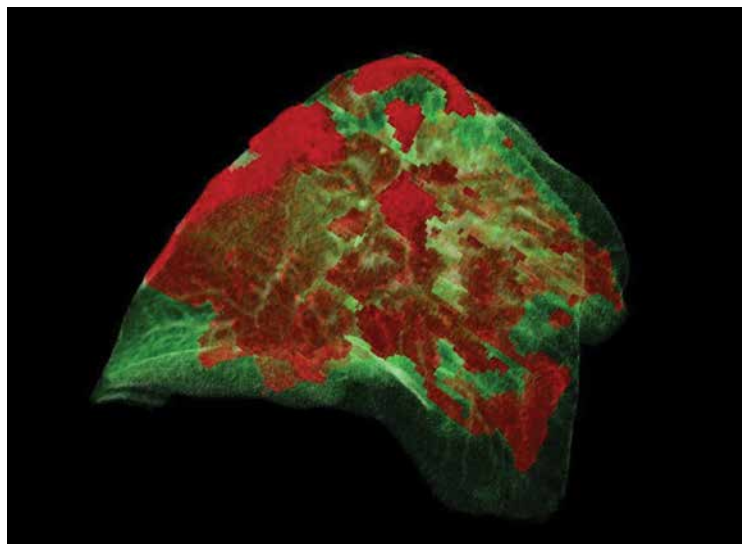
W badaniu niskodawkowym TK klatki piersiowej wykonanym w 3. dobie hospitalizacji w obrębie obu płuc uwidoczniono rozległe, nieregularne obszary geograficzne o wysyceniu matowej szyby z obrazem kostki brukowej oraz towarzyszące im wczesne obszary konsolidacji o lokalizacji okołooskrzelowej i podopłucnowej. Dominujące zmiany zlokalizowane były w obrębie obu płatów dolnych i płata górnego płuca lewego i w znacznym stopniu ograniczały powietrzną płuc, były również dość mocno nasilane w pozostałych płatach. W części tych zmian widoczny był silnie wyrażony objaw odwróconego halo (*atoll sign*) oraz znaczne poszerzenie naczyń dochodzących do zmian zapalnych (zwłaszcza w płatach dolnych) — zmiany typowe dla COVID-19 (dzień 2)
